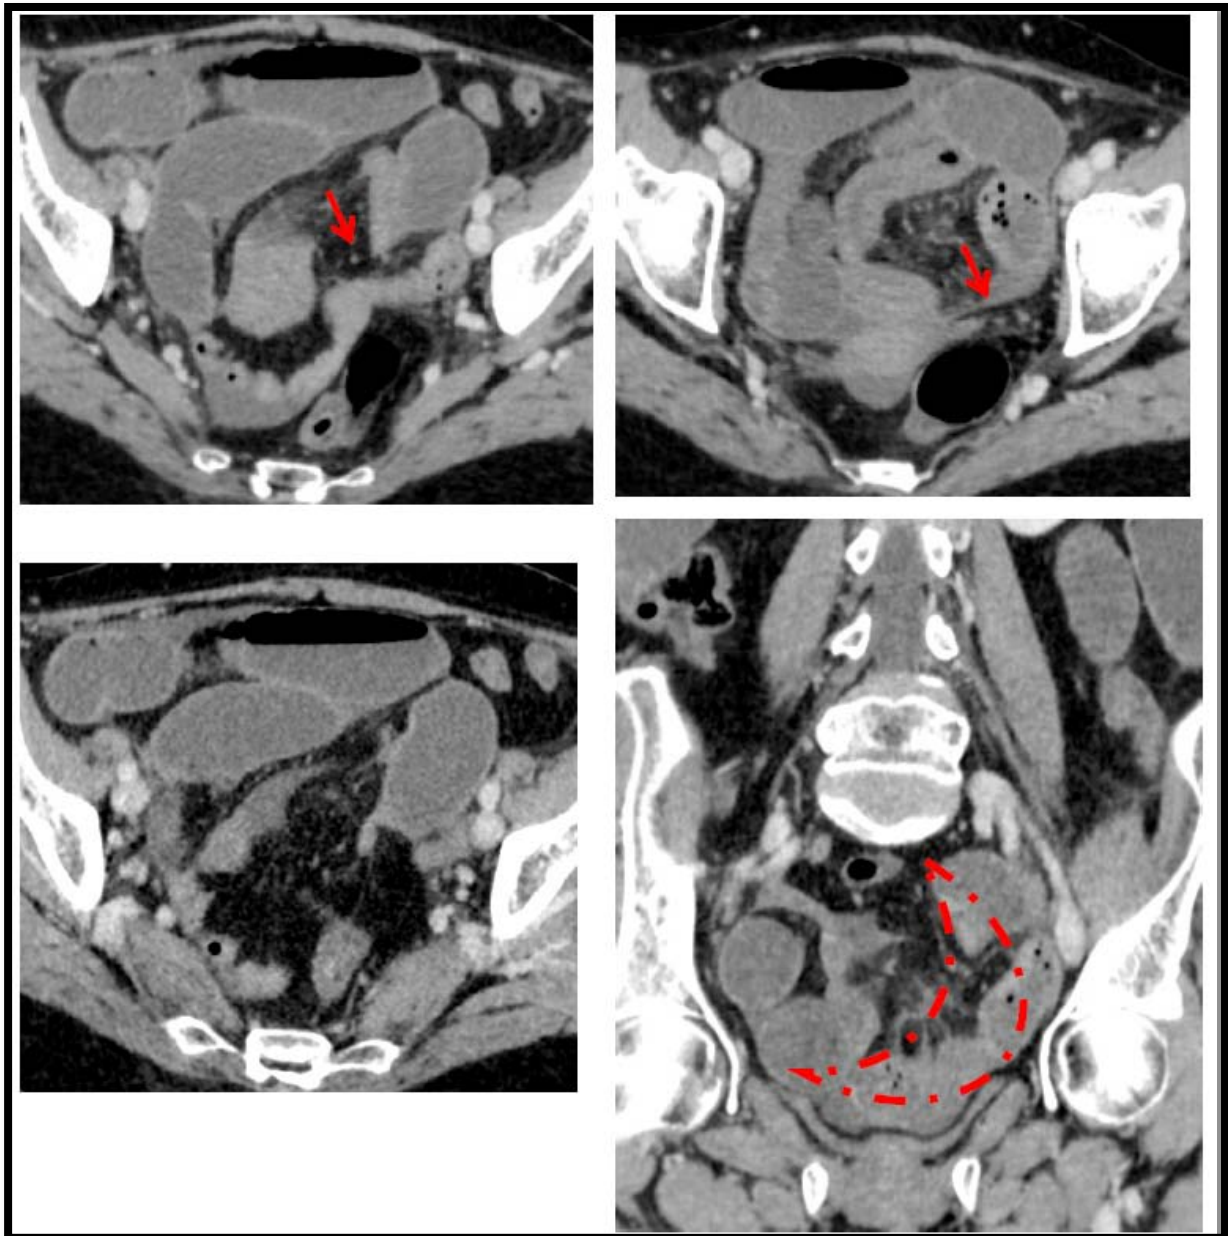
TDM C+ coupes axiales et coronale : occlusion intestinale sur bride, il existe une disparité de calibre net avec aspect en double bec d'oiseau (□), l'anse incarcérée se dispose en C inversé avec une attraction du mésentère en regard (C).
